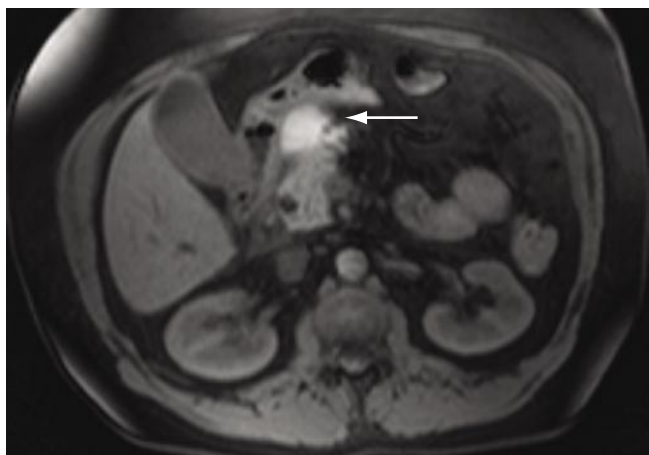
Скопление жидкости в сальниковой сумке (стрелка). МРТ в T1 FFE VI, гиперинтенсивный сигнал за счет геморрагического компонента
